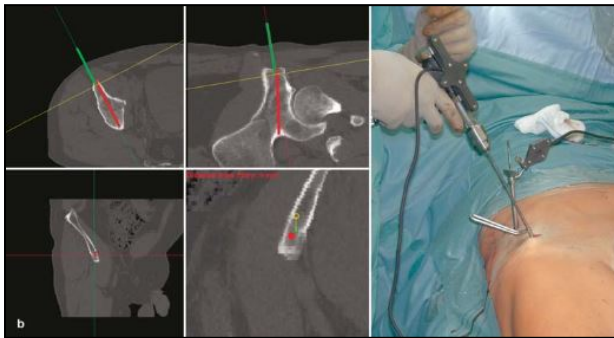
a. CT-gestützte perkutane Schraubenosteosynthese einer vorderen Pfeilerfraktur. b. Intraoperative Monitoransicht und OP-Setup (Quelle: Stöckle et al. 2002 [167])
